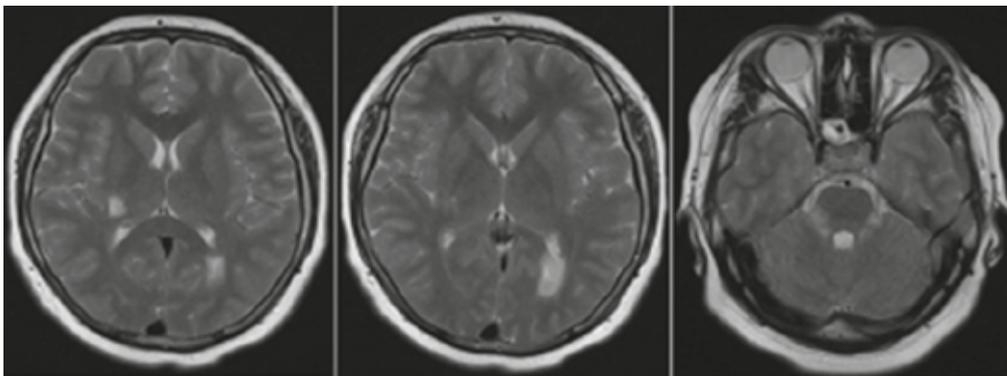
cortes axiales de resonancia magnética cerebral en secuencia T2 de paciente varón de 13 años con clínica de hemihipoestesia facial derecha y acorchamiento de hemilengua derecha, ataxia truncal y disartria.
